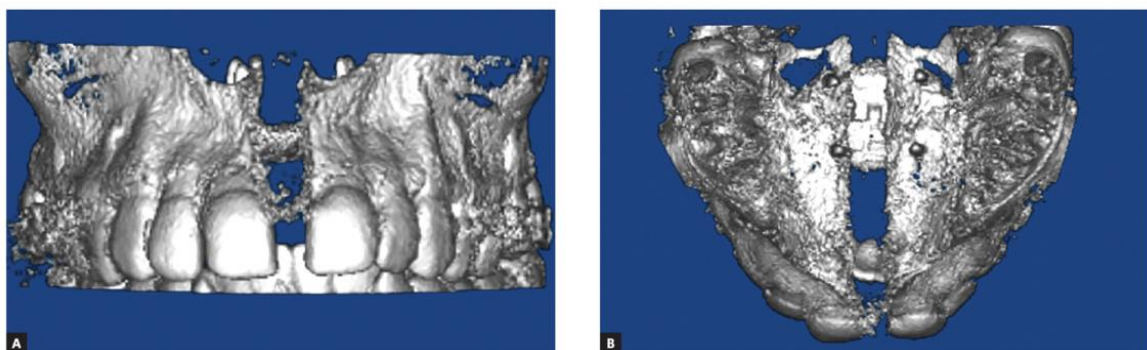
Imagen renderizada tridimensional del CBCT desde una visión frontal y transversal que muestra un patrón paralelo de apertura de la sutura media palatina tras MARPE. Tomada de Brunetto y cols. 2017. (65)
